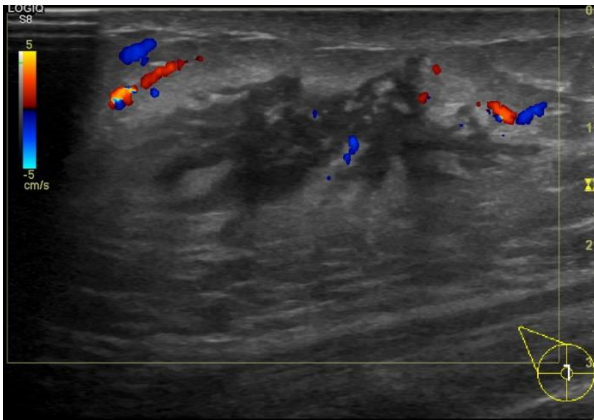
Bild einer dendritischen Gynäkomastie bei retromamillärem echoarmen Areal mit multiplen fingerförmigen Ausziehungen und dopplersonographischer Darstellung einer vermehrten Perfusion als Hinweis auf eine deutliche Floridität.
